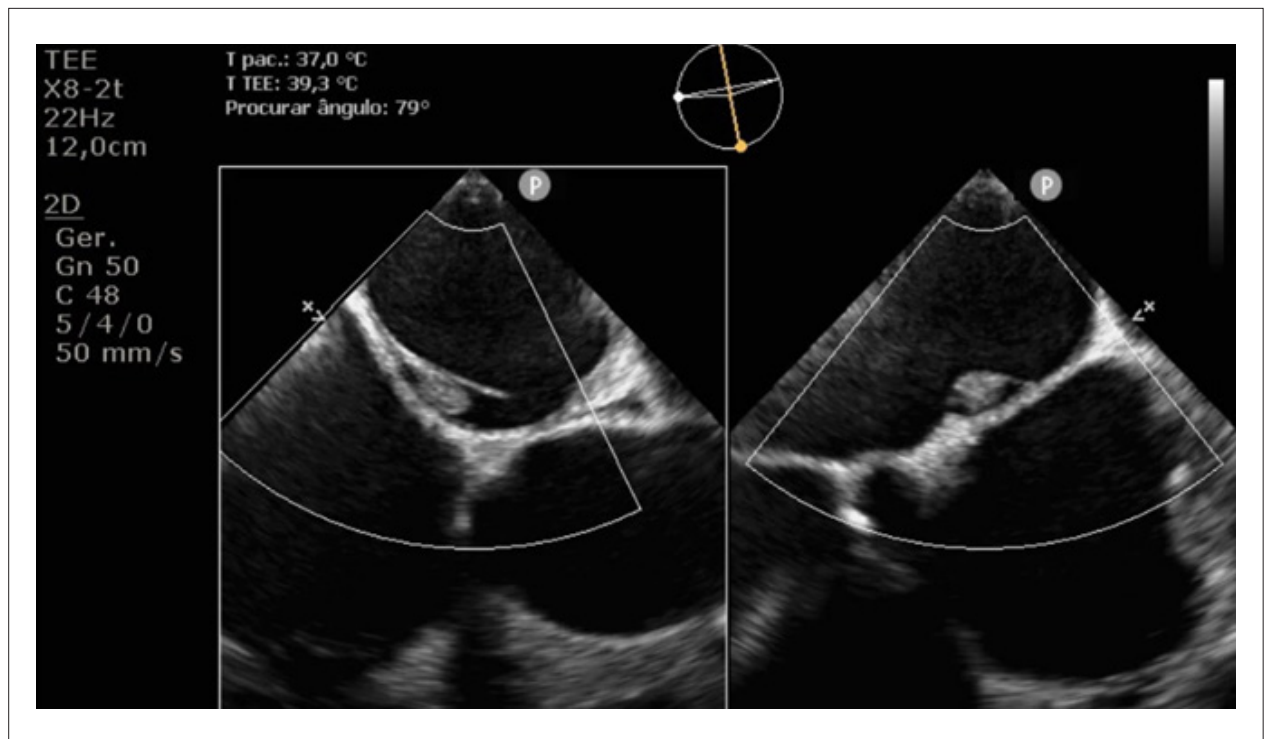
ETE biaxial na janela esôfago-médio demonstra bolsa septal atrial esquerda (LASA) com trombo intraluminal medindo até 1,3 cm em seu maior eixo. ETE: ecocardiografia transesofágica; LASA: bolsa septal atrial esquerda.
